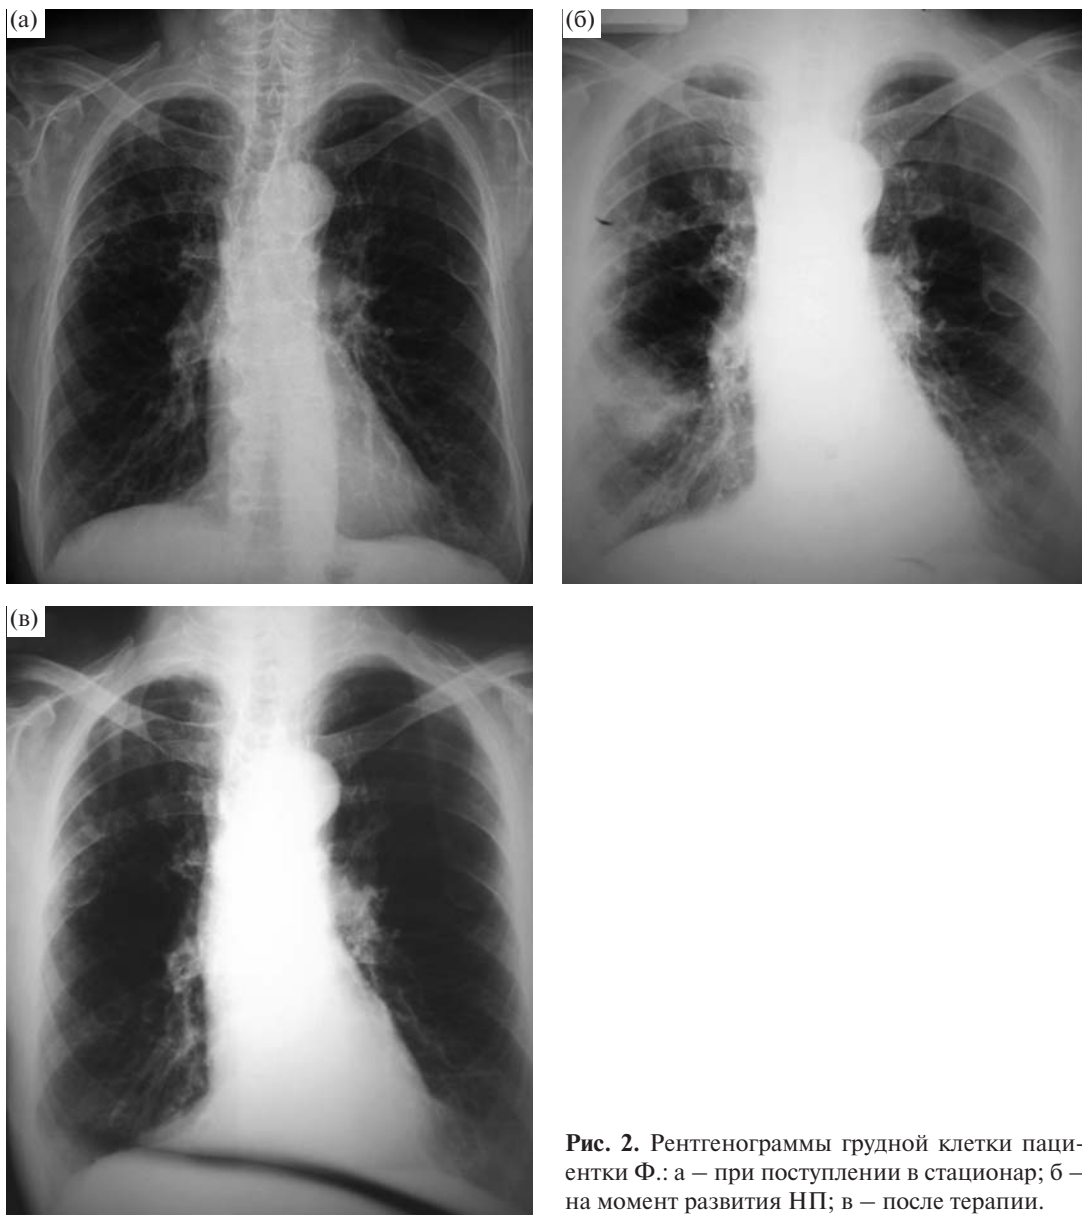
Рентгенограммы грудной клетки пациентки Ф.: а — при поступлении в стационар; б — на момент развития НП; в — после терапии.
